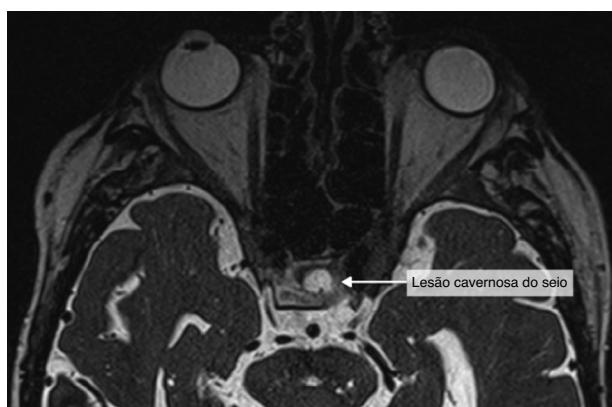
Lesão de seio cavernoso (RM, T2).
